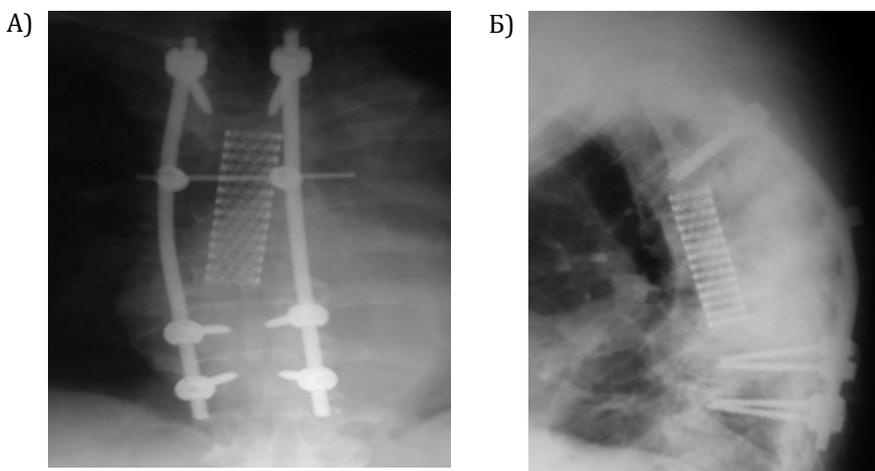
СКТ грудного отдела позвоночника после оперативного лечения в прямой (А) и боковой проекциях (Б): передний металлоспондилодез перфорированным телом позвонка с транспедикулярной фиксацией Th 2-9
